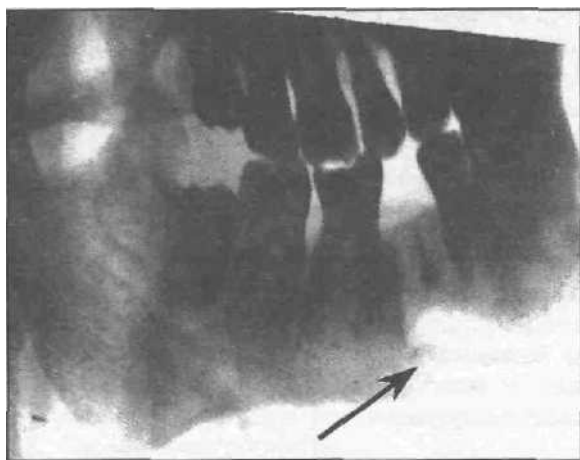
Рентгенограмма нижней челюсти больного с центральной фибросаркомой. Удаление нижнего второго премоляра повлекло интенсивный рост опухоли.
